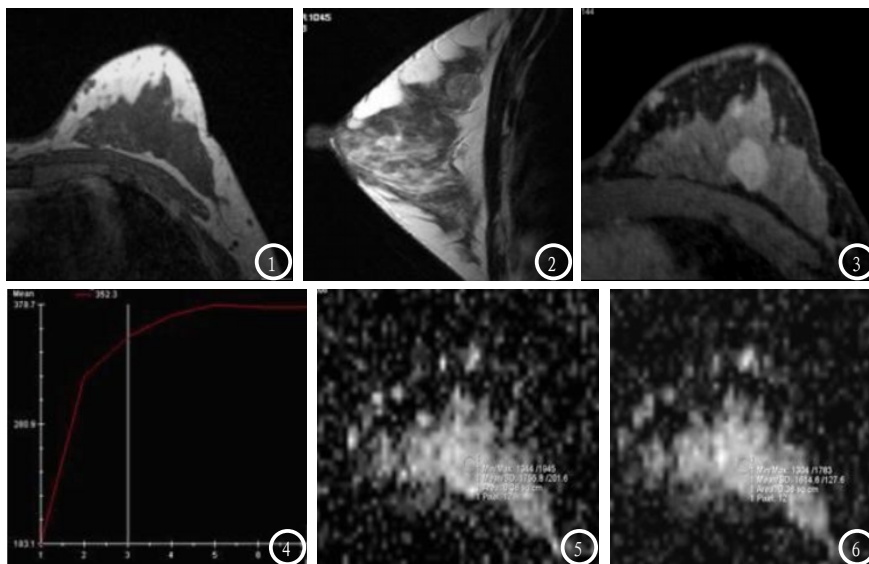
MRI平扫。图2 MRI平扫。图3 MRI增强扫描。图4 TIC曲线图。图5 MRI DWI图 $b=500\text{s}/\text{mm}^2$ 。
